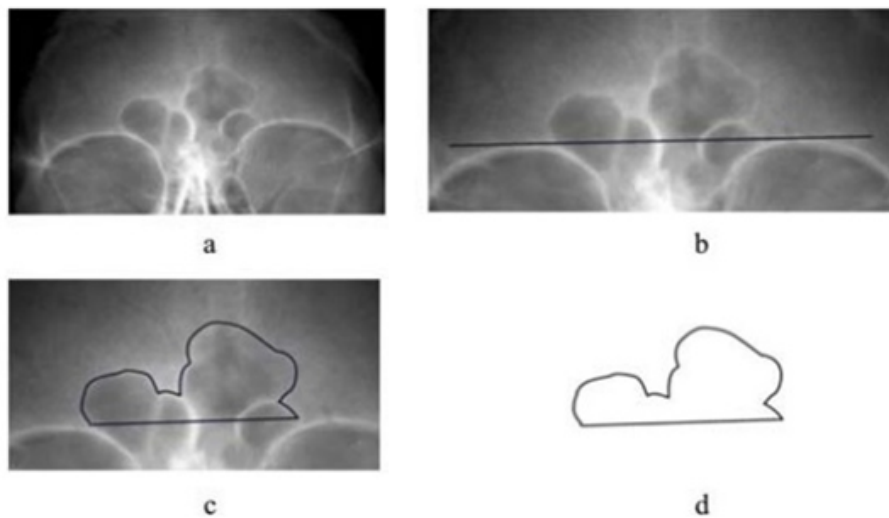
Ilustração da obtenção do contorno dos seios frontais de uma radiografia (CHRISTENSEN, 2005).
